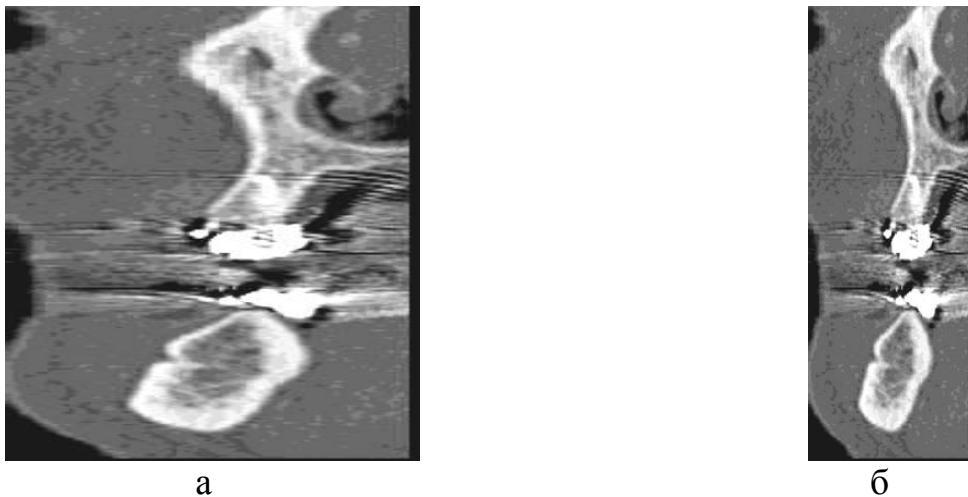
Изображения поперечных срезов спирального компьютерного томографа: а – искаженное изображение поперечного среза;
